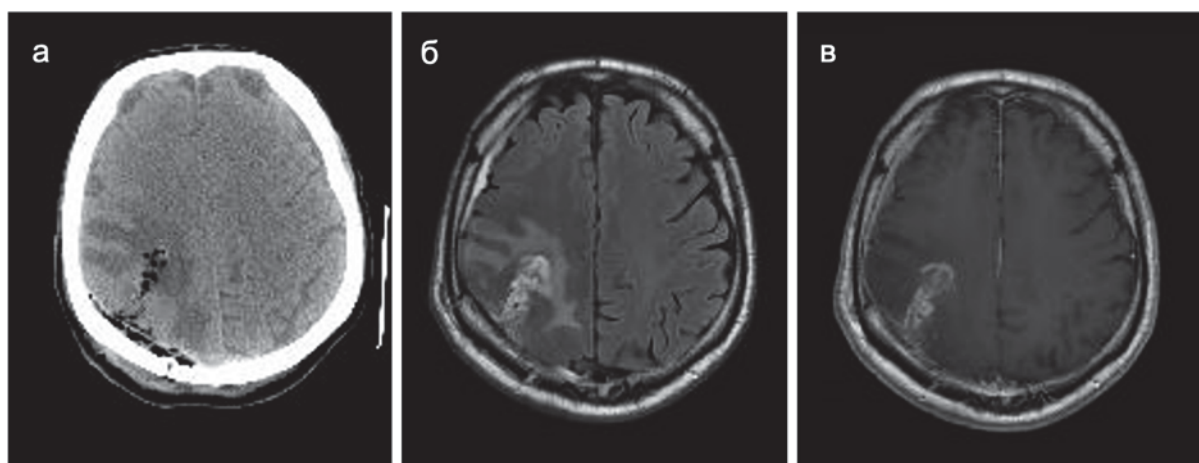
Контрольные СКТ и МРТ после микрохирургического удаления глиобластомы правой теменной доли (аксиальная проекция):
